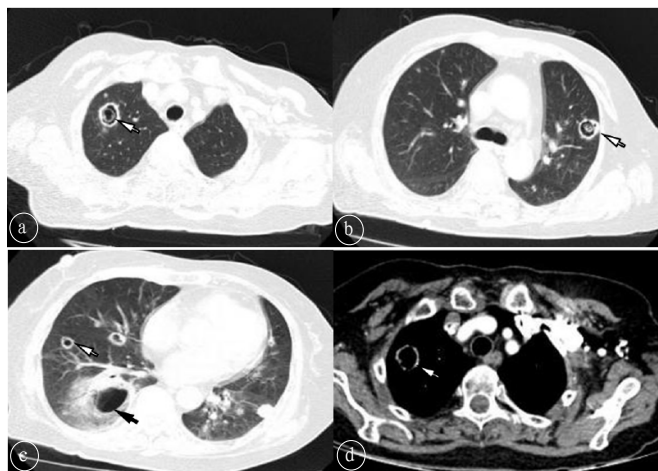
患者女,73岁,糖尿病合并慢性空洞型肺曲霉病。a.胸部CT示右上肺叶厚壁空洞,空洞内见结节影(白箭),空洞周围见小结节及少许斑片状磨玻璃影(白箭);b.左上肺空洞,内见环形稍低密度影(白箭);c.右肺下叶较大空洞,内壁光滑,周围见晕征(黑箭);d.增强扫描空洞壁轻度强化(白箭)。
